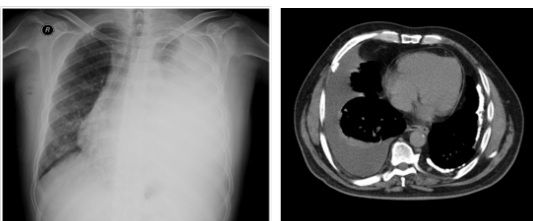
PA chest x-ray image of a 31-year old male patient before drainage via cystofix catheter.
